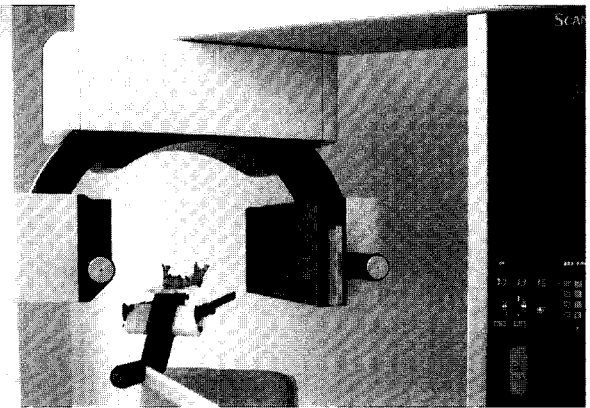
Dry mandible seated on Scanora spiral tomographic machine.
